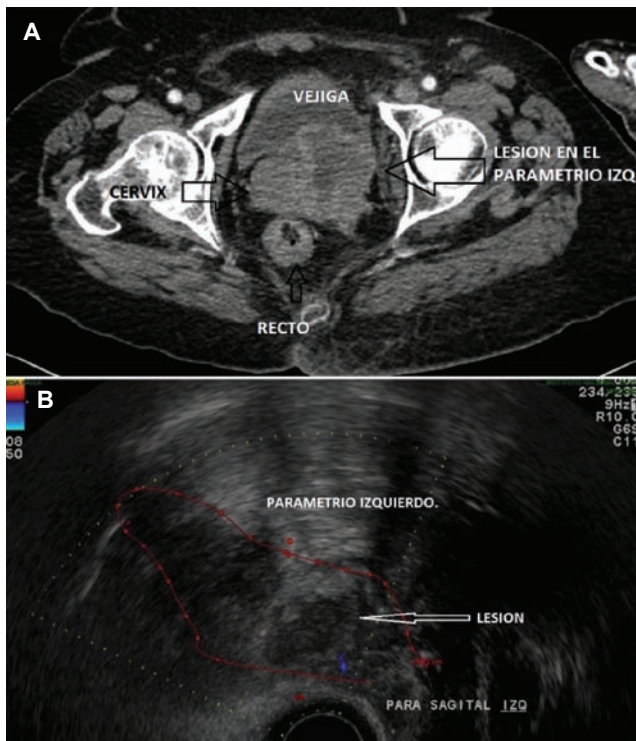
Tomografía computada en la cual se observa lesión dependiente del parametrio izquierdo (A); dicha lesión se biopsió guiada por USTR con resultado de carcinoma epidermoide moderadamente diferenciado (B). Fuente: Incan PACS.
